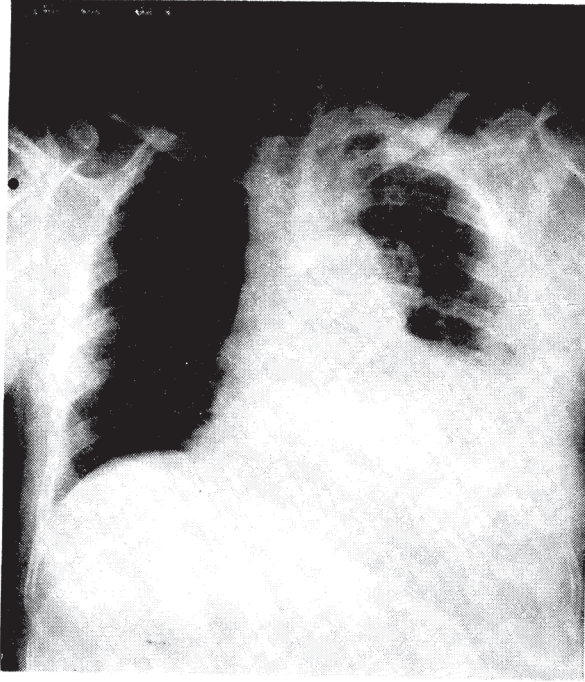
Postero-anterior chest radiograph showing an area of increased density with multiple highlights in the region of left upper cardiac border. Trachea is displaced to the right. The left costo-phrenic angle as well as the left cupola of the diaphragm are obscured by homogenous radio-opacity in the left lower third lung field. The heart shadow is slightly enlarged.
